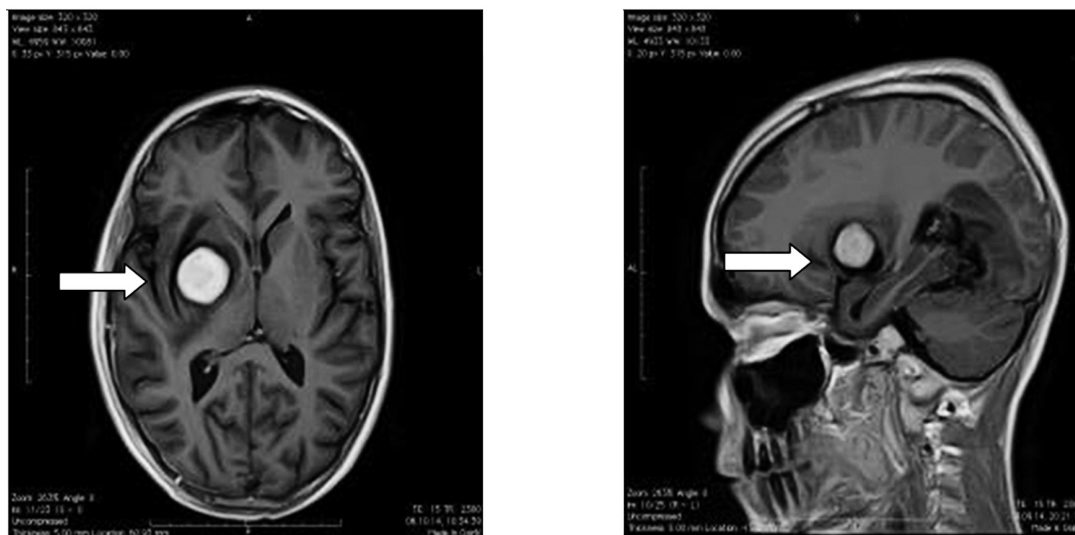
МРТ головного мозга на 2-е сутки после первой операции
